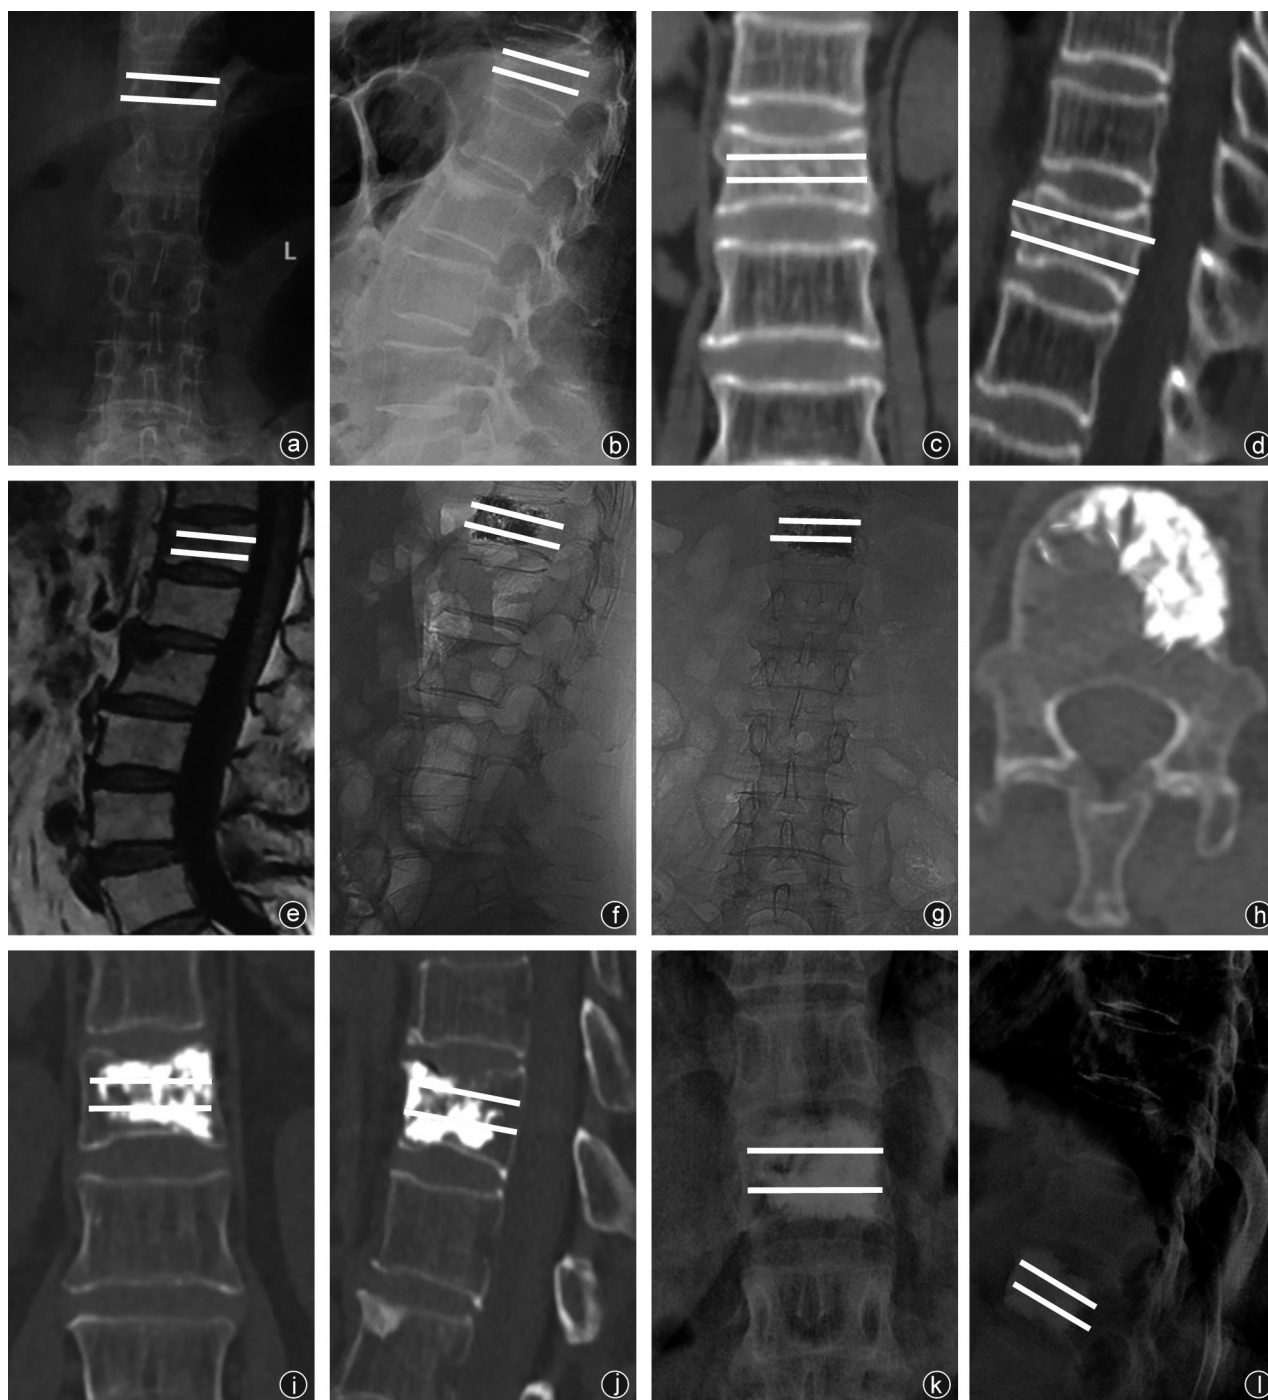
病人,女,73岁,无明显诱因致腰背部疼痛15 d,术前病史、体格检查及影像检查提示急性OVCF。完善相关检查,排除手术禁忌证,行PVP治疗,术后症状明显缓解 a~e:术前正侧位X线片、CT、MRI示骨折线累及椎体中1/3的急性OVCF;f~j:术后1 d的X线片、CT示骨水泥分布与骨折线相对位置较差;k,l:末次随访正侧位X线片未见明显椎体高度降低
